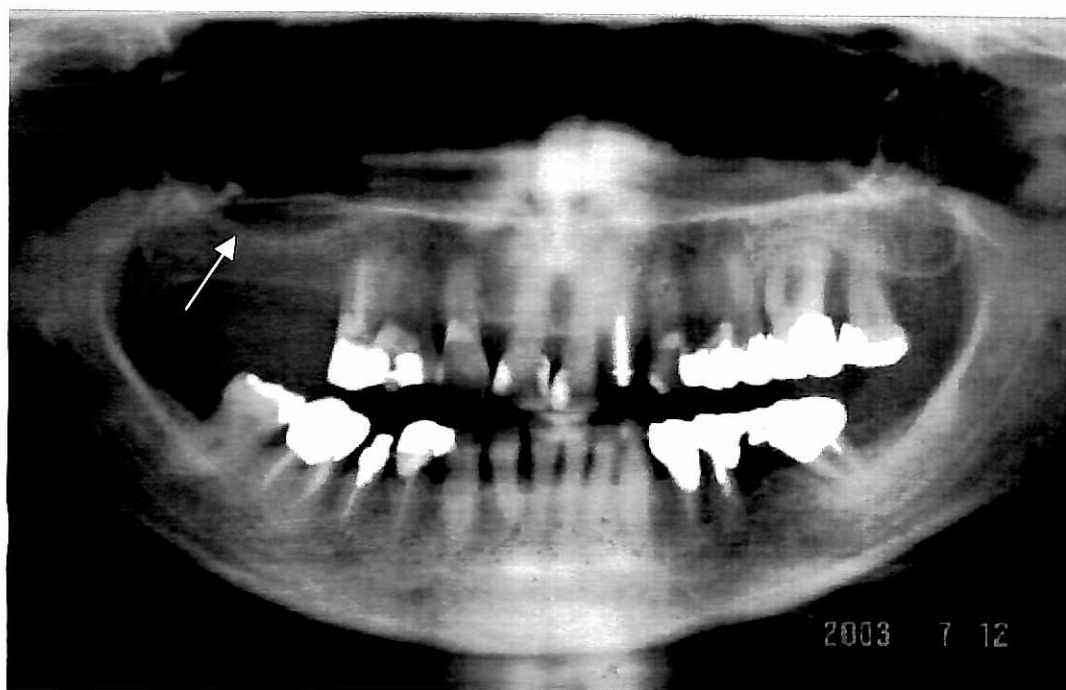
Radiografia Panorâmica: maxila direita posterior edêntula com indicação de levantamento do assoalho do seio maxilar.
